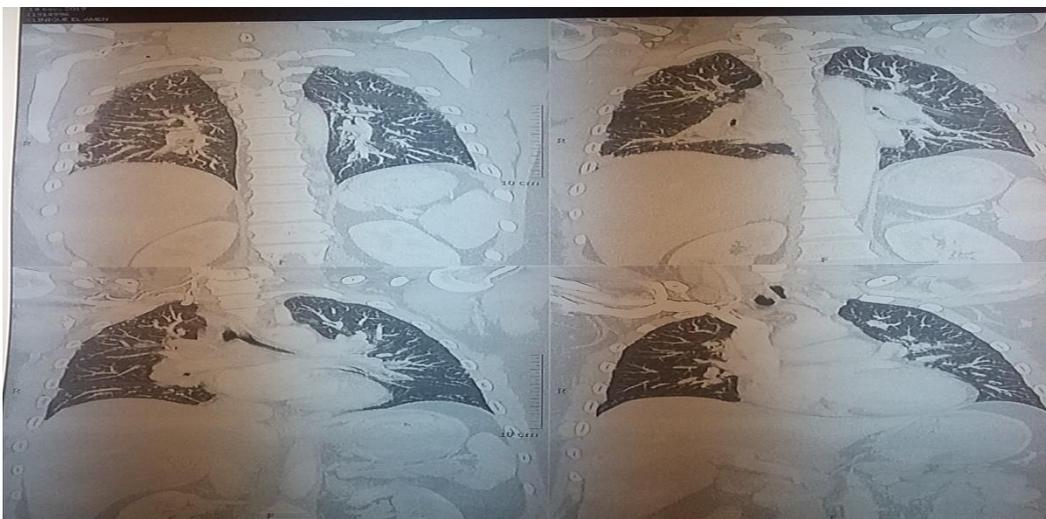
TDM thoracique révèle des adénopathies médiastinales et une atteinte parenchymateuse interstitielle
